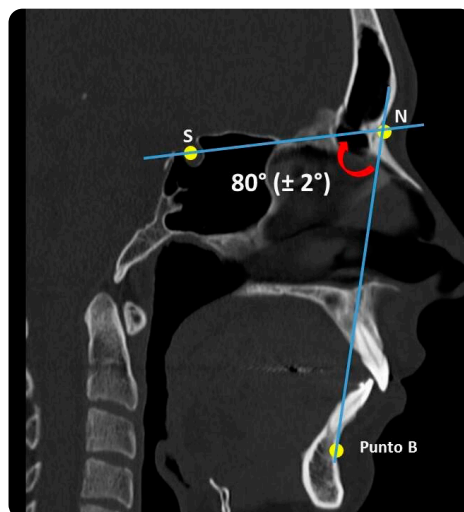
Reconstrucción sagital de TC facial que demuestra el ángulo silla-nasion-punto B (S-N/B) (Steiner).
